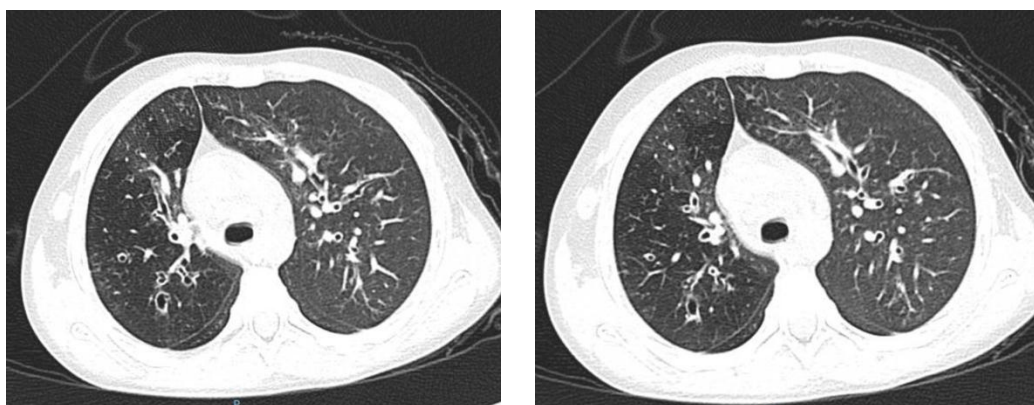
Tomografía de tórax de alta resolución que muestra múltiples bronquiectasias así como patrón en mosaico.
